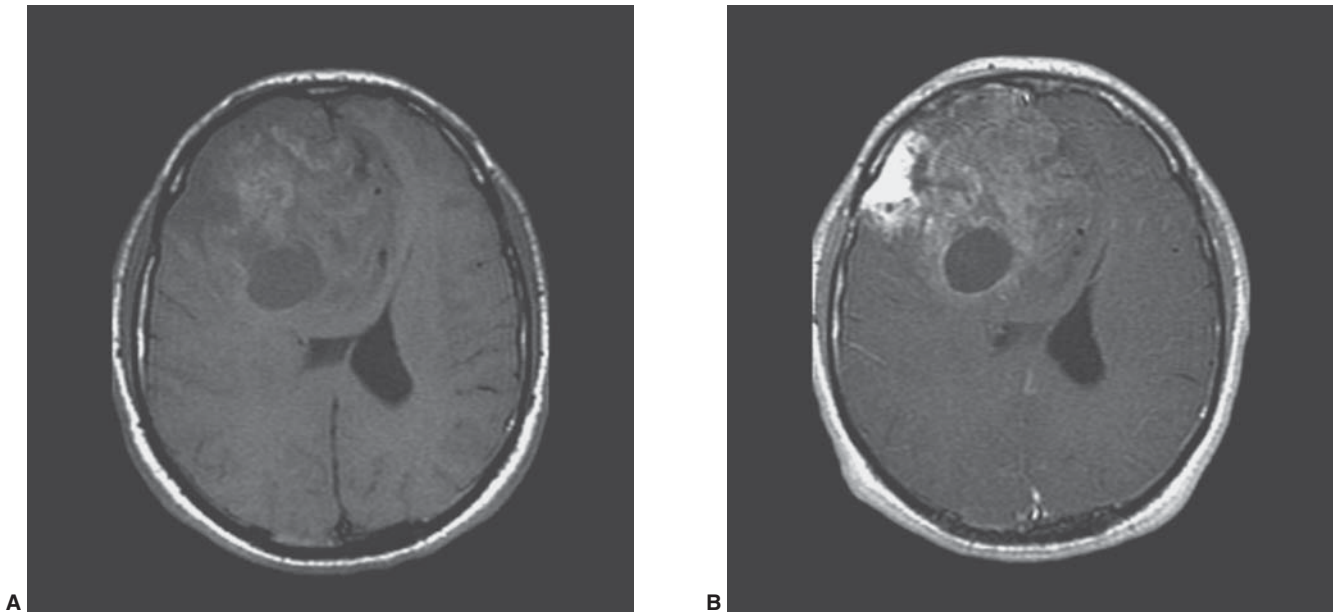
Oligodendroglioma anaplásico. Imágenes por resonancia magnética (IRM) sin (A) y con (B) gadolinio mostrando una gran masa tumoral con componente quístico y que toma el medio de contraste en forma heterogénea.
